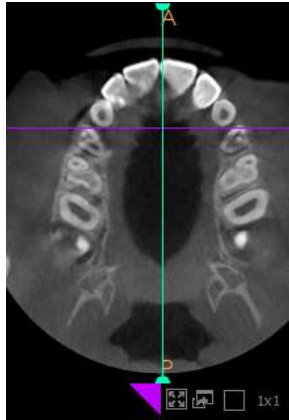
Corte axial CBCT. Línea a nivel distal de caninos.
